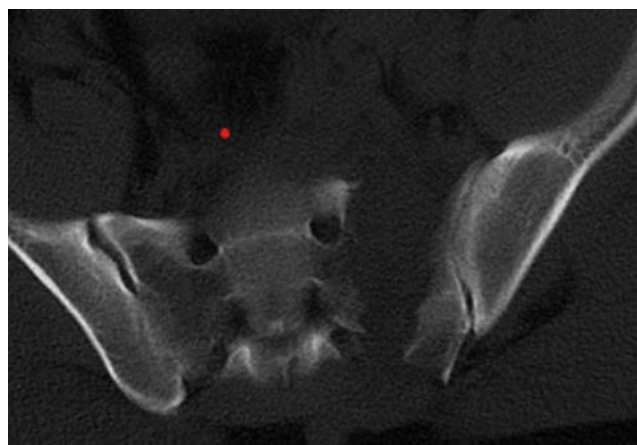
Corte coronal de tomografía simple de pelvis donde se evidencia compromiso a nivel del sacro
